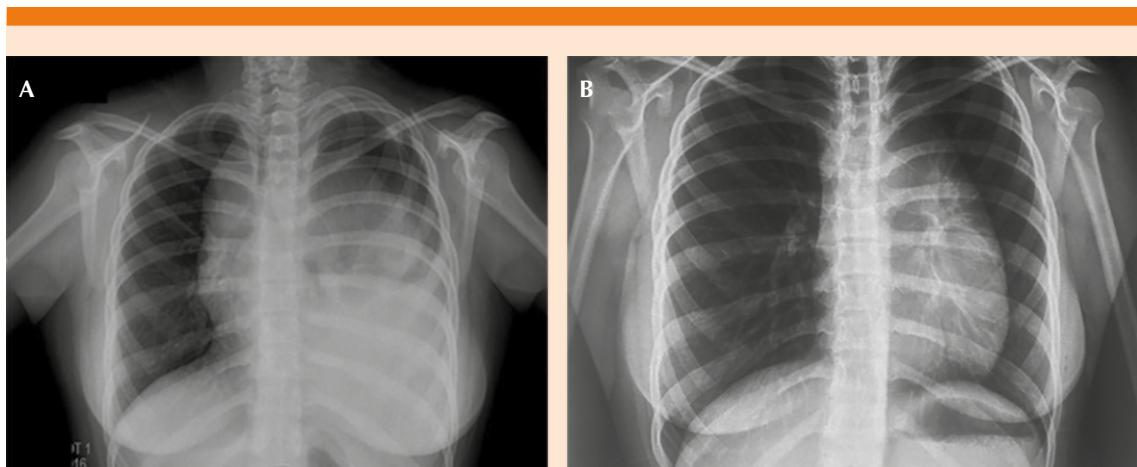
A. Radiografía de tórax posteroanterior que evidencia masa tumoral en el mediastino anterior. B. Radiografía de tórax posteroanterior de control en seguimiento después de quimioterapia.
